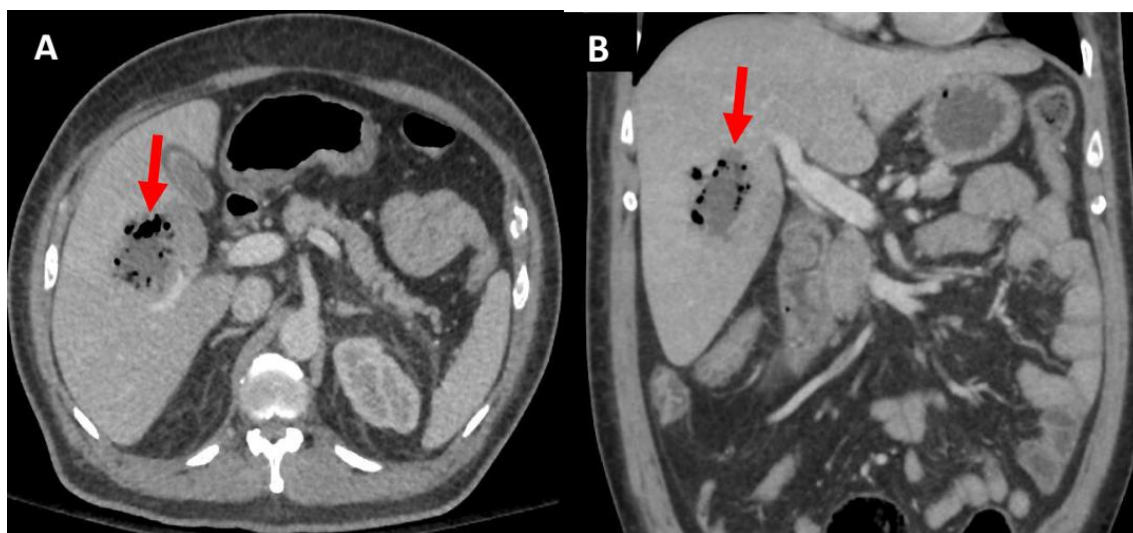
Tomografía trifásica de hígado con Contraste A. corte axial B. corte coronal, segmento V y VI hepática imagen hipodensa un volumen de 60 cc, con formación de gas intralesional.
